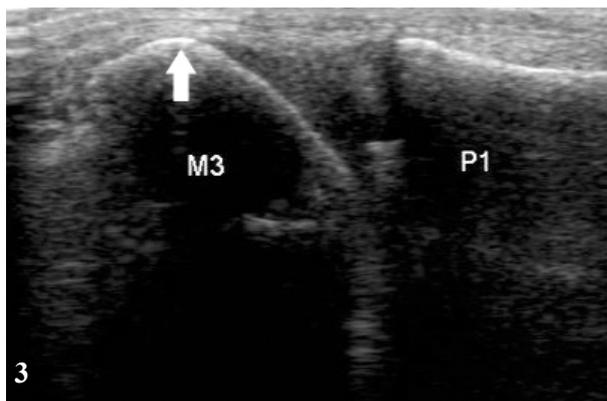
Coupe échographique sagittale dorsale de la troisième MTP. Saillie de la face dorsale de la tête de M3 (flèche)
